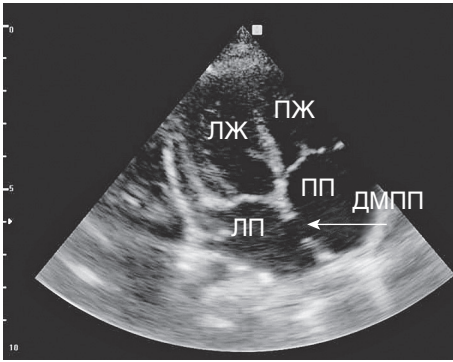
Эхокардиография из проекции четырех камер с вершины при дефекте межпредсердной перегородки II
